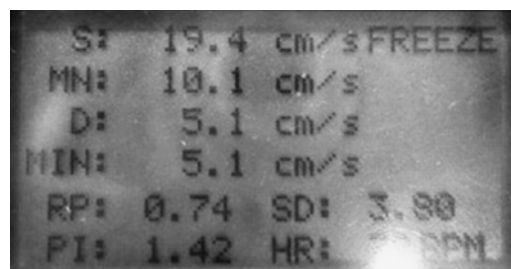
Hadecco 社製ポケット型超音波血流計 (ES-100V3) と橈骨動脈血流計測の実際
